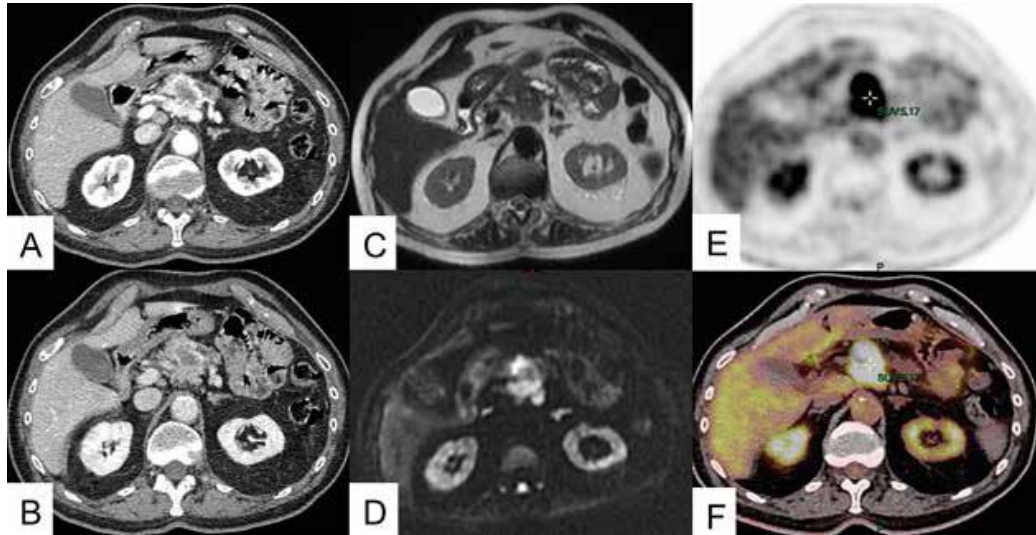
TNEP bien différenciée de grade 2 (Ki67 18 %) associé à des métastases ganglionnaires Scanner (A, B), IRM pondérée en T2 et en diffusion (C,D) et tomographie par émission de positons au 18FDG (E,F)
